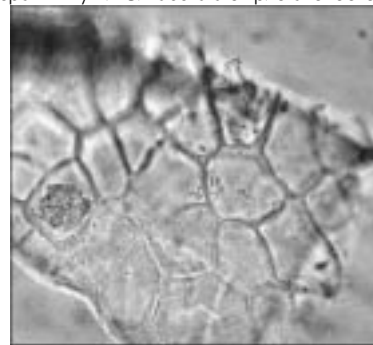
Друзи плодів *C. flabellata*.
